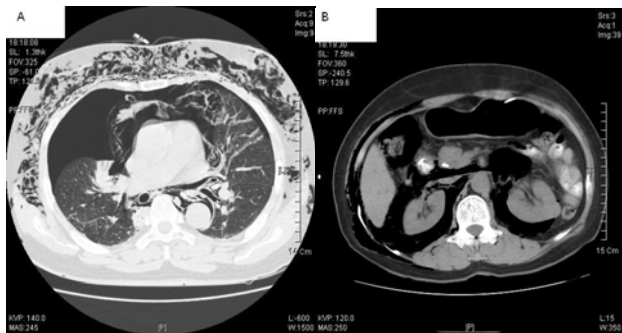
CT view, immediately after ERCP (A) Chest CT. Pneumothorax is seen in both lung. (B) Abdominal CT shows large amount of free air in peritoneal and retroperitoneal space
